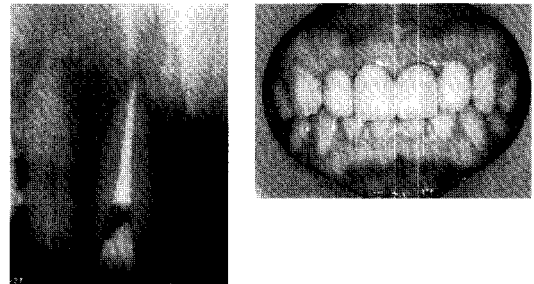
술 후 약 6주에 초기 지대치 형성을 시행하고 임시치아를 장착하였으며, 술 후 약 11주만에 최종적으로 4단위 도재전장주조관을 장착해 주었다. 방사선 사진상 정출부위가 상당히 많이 치유된 것을 볼 수 있다.
